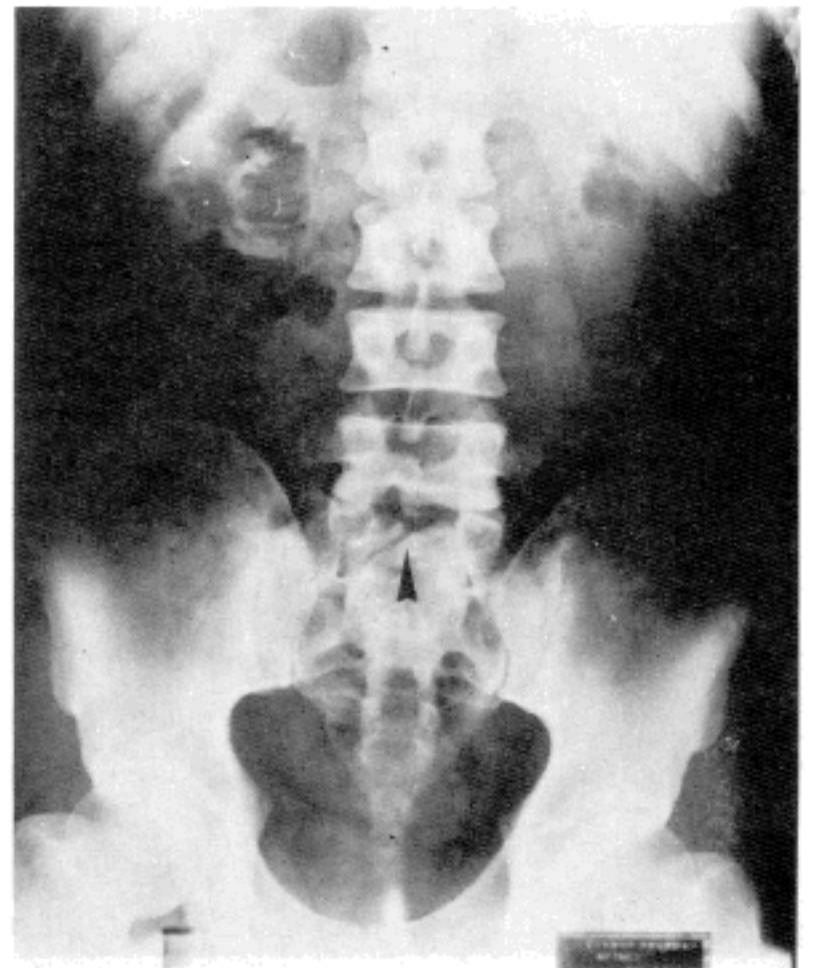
X-ray of lumbosacral spine showing spina bifida of 1st sacrum (arrow).
